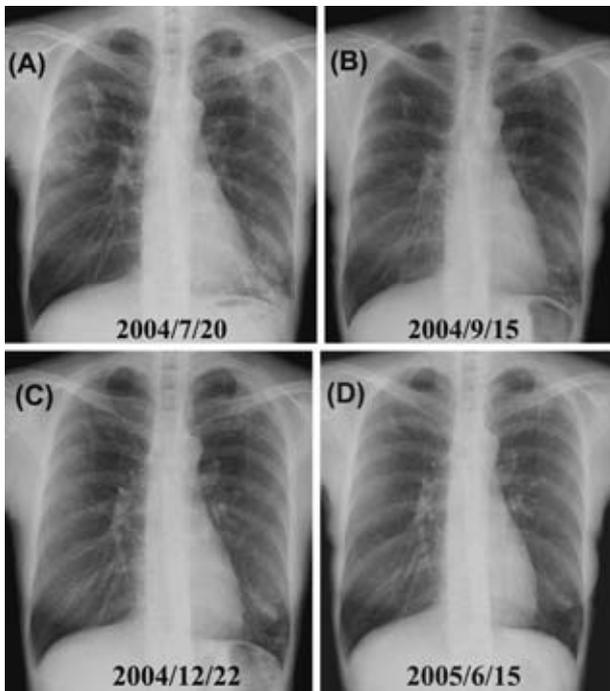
Series of chest x-rays during the treatment.
